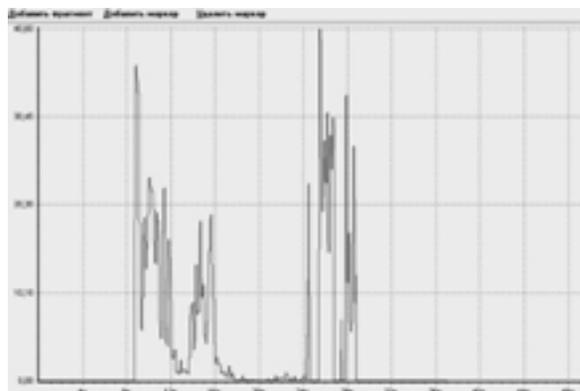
Интраоперационные показатели перфузии на границе очага некроза.
